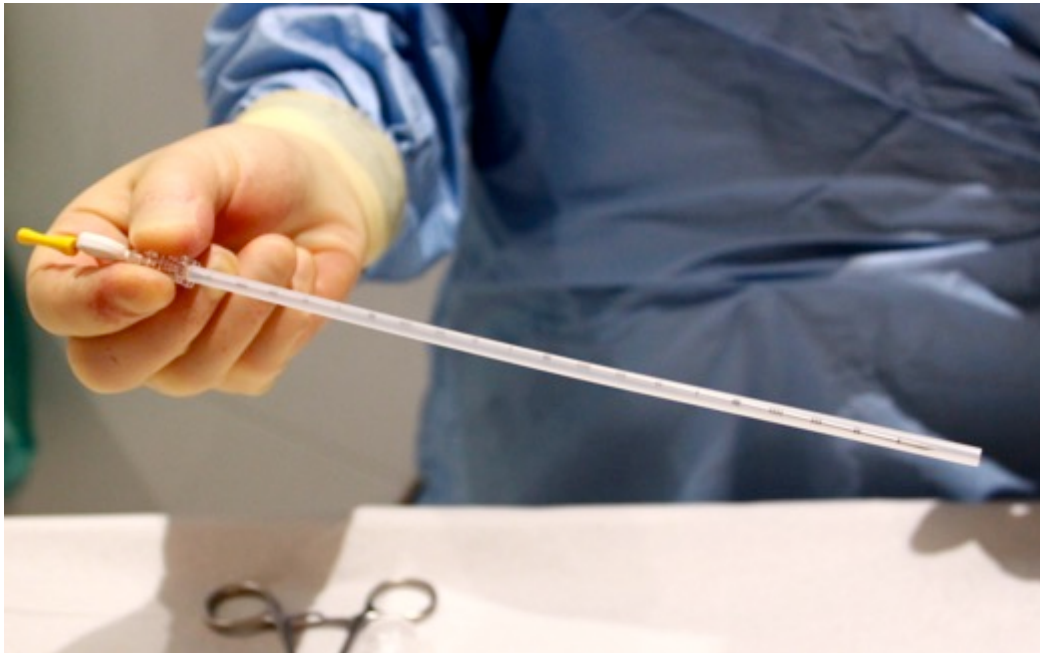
Sterile 18-Gauge Hohlkanüle, vor CT-Fluoroskopie gesteuerter Markerimplantation.
